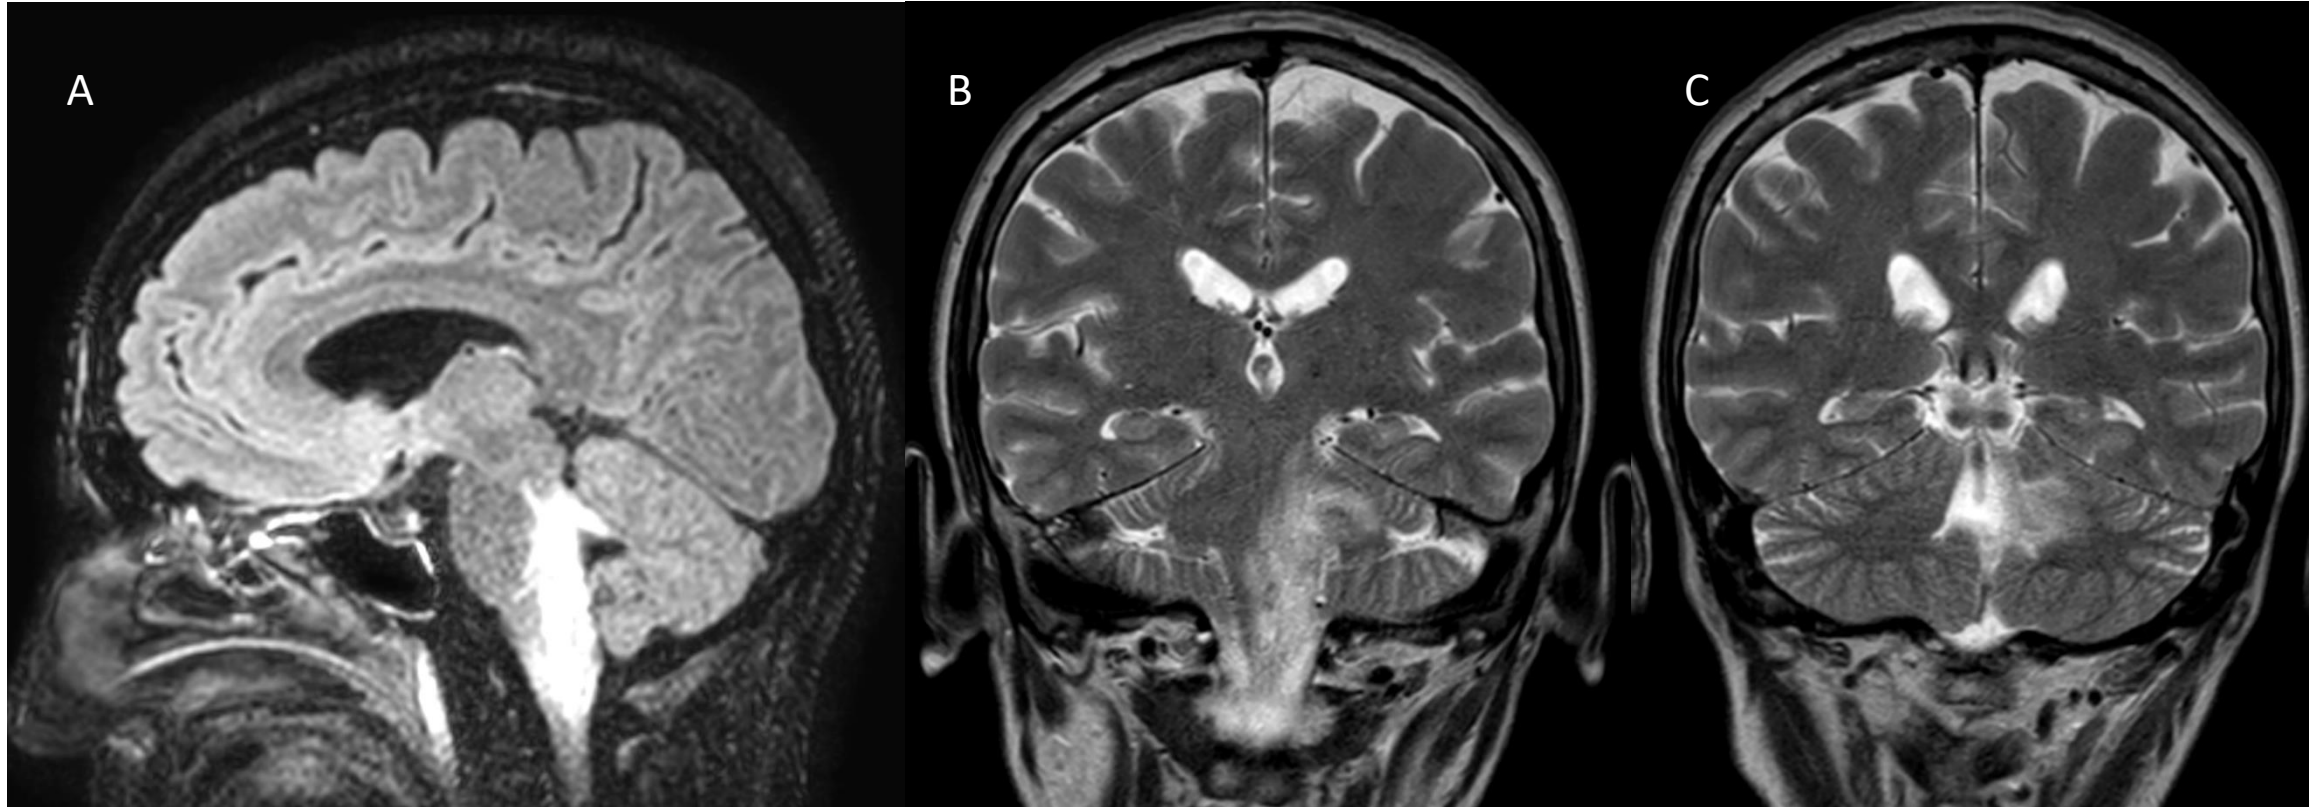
Romboencefalitis secundaria a listeria. A: RM sagital BW (FLAIR): Alteración de señal a nivel de la unión bulbo-medular y pedúnculo cerebeloso izquierdo y suelo del IV ventrículo. B/C: RM coronal T2: Hiperseñal en la unión bulbo-medular, pedúnculo cerebeloso izquierdo y suelo del IV ventrículo.
